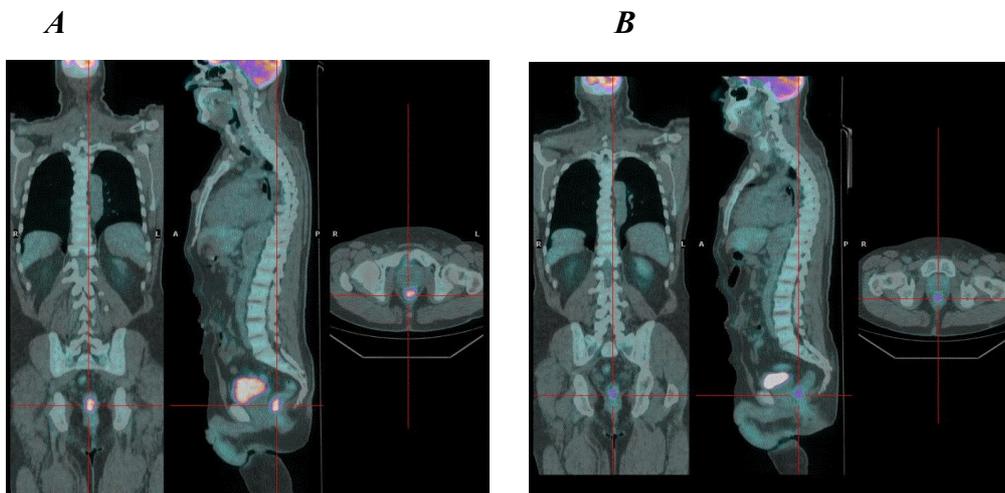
^{18}F FDG-PET/TC di carcinoma del retto inferiore prima del trattamento neoadiuvante (A, SUV 14.3) e a 14 giorni dall'inizio della chemioradioterapia (B, SUV 7.3).
